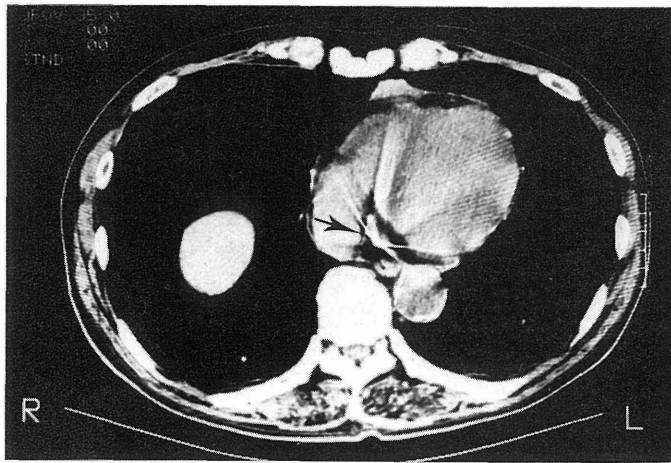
症例5のCT所見。針は冠状静脈洞内に入り、ほぼ固定されている。
